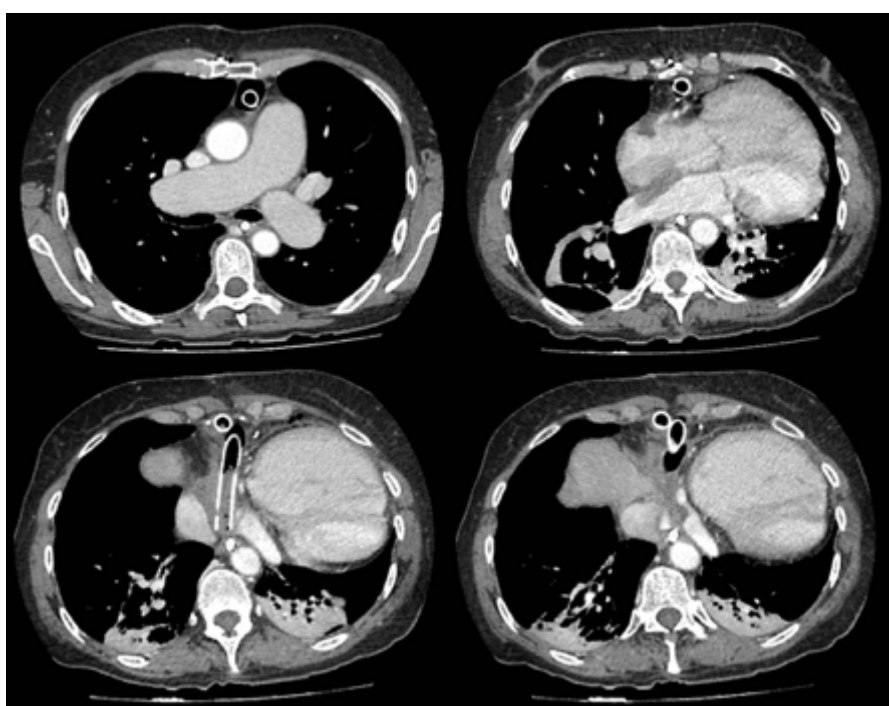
Tomografía computada (TC) de tórax mostró drenajes in situ, mínima ocupación pericárdica líquida y ausencia de derrame pleural, asociado a cardiomegalia y signos de hipertensión pulmonar, con atelectasias bibasales
